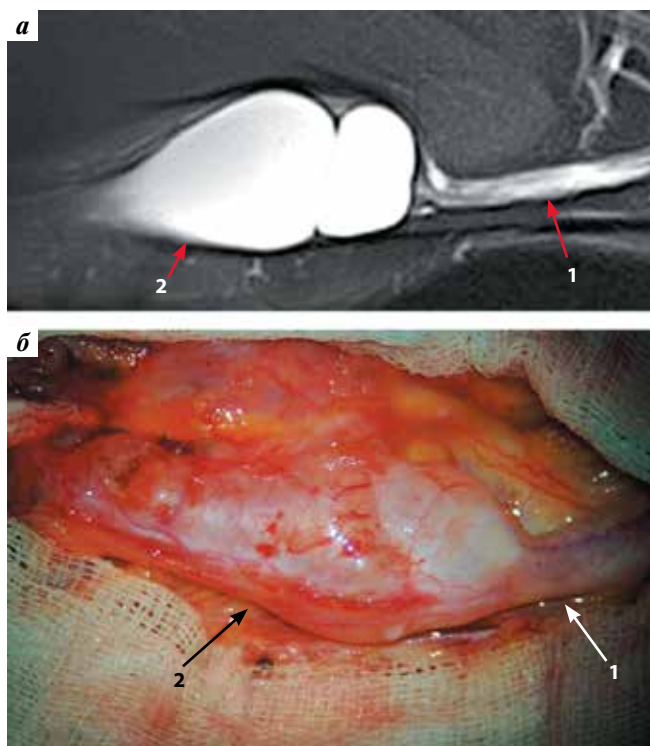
Соответствие данных магнитно-резонансной томографии (а) интраоперационной находке (б). 1 – общий малоберцовый нерв; 2 – интраневральный ганглион
